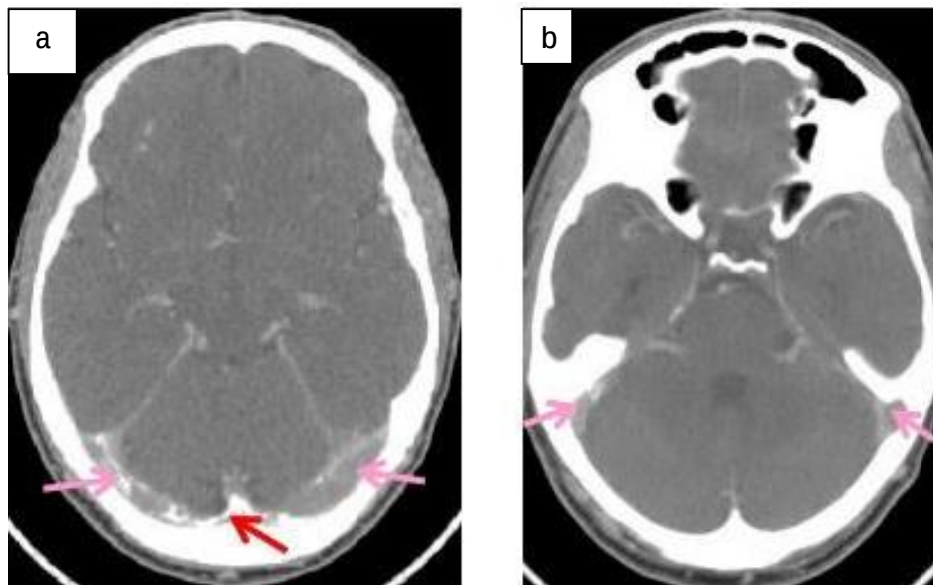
Patient de 40 ans, ayant consulté pour des céphalées isolées. Une TDM cérébrale après contraste en coupe axiale a objectivé un défaut de rehaussement du SLS → et des sinus latéraux (a)→ dont les parois sont calcifiées (b). Thrombose veineuse chronique d'étiologie indéterminée.
